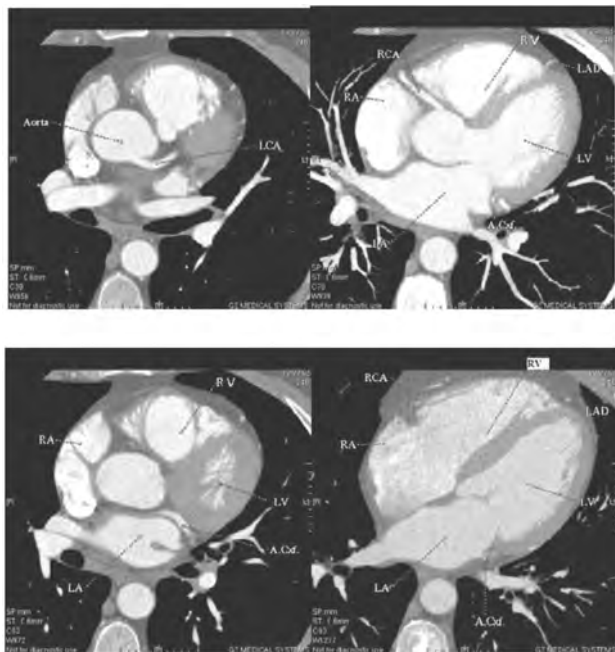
МСКТ-зображення (аксіальні зрізи) камер серця та вінцевих артерій при в/в болюсному введенні контрастної речовини в нормі. Скороченнями позначено: RA — праве передсердя, RV — правий шлуночок, LA — ліве передсердя, LV — лівий шлуночок, Aorta — аорта, LCA — ліва вінцева артерія, RCA — права вінцева артерія
